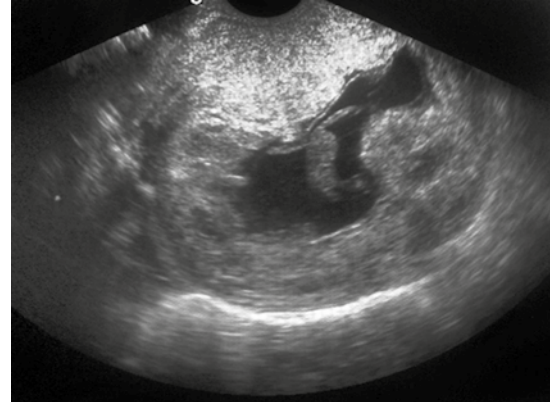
Ultrasonido endovaginal: líquido en fondo de saco posterior y engrosamiento endometrial compatible con embarazo ectópico.
